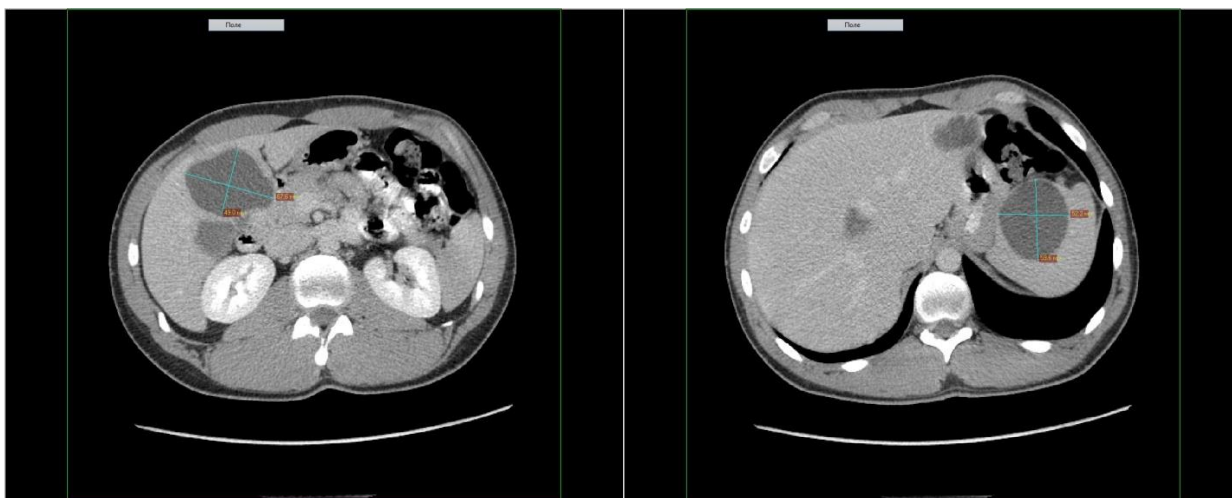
КТ живота. Аксиальный срез. Эхинококковые кисты печени и селезёнки
